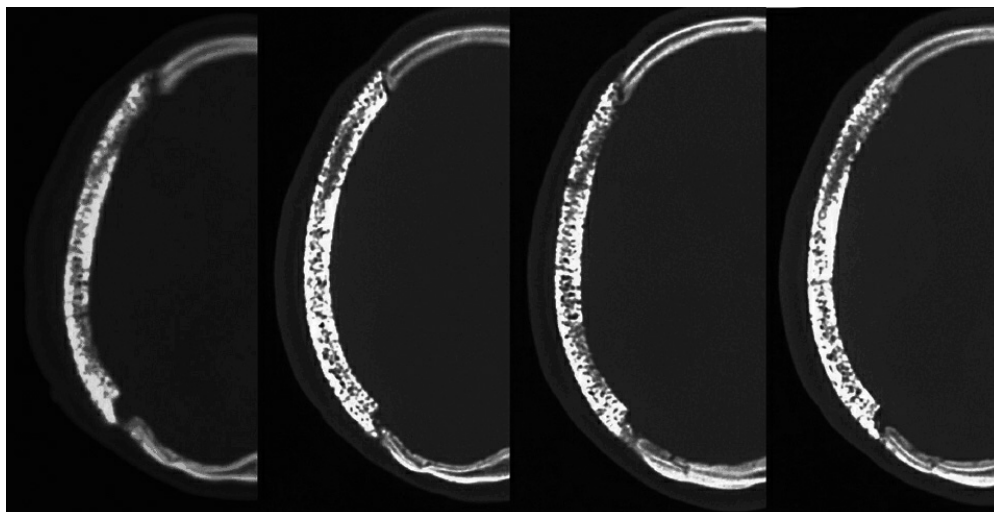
Controllo TC cranico seriato (tempo 0, entro 3, 6 e 12 mesi dall'impianto di cranioplastica in HA porosa custom made). Nell'area frontale è stato posizionato il gel piastrinico misto a granuli di idrossiapatite, mentre l'area occipitale ne è priva. Dal terzo al sesto mese si rileva una iniziale osteointegrazione frontale che si completa entro l'anno, mentre è assai più difficoltosa nell'area posteriore.
